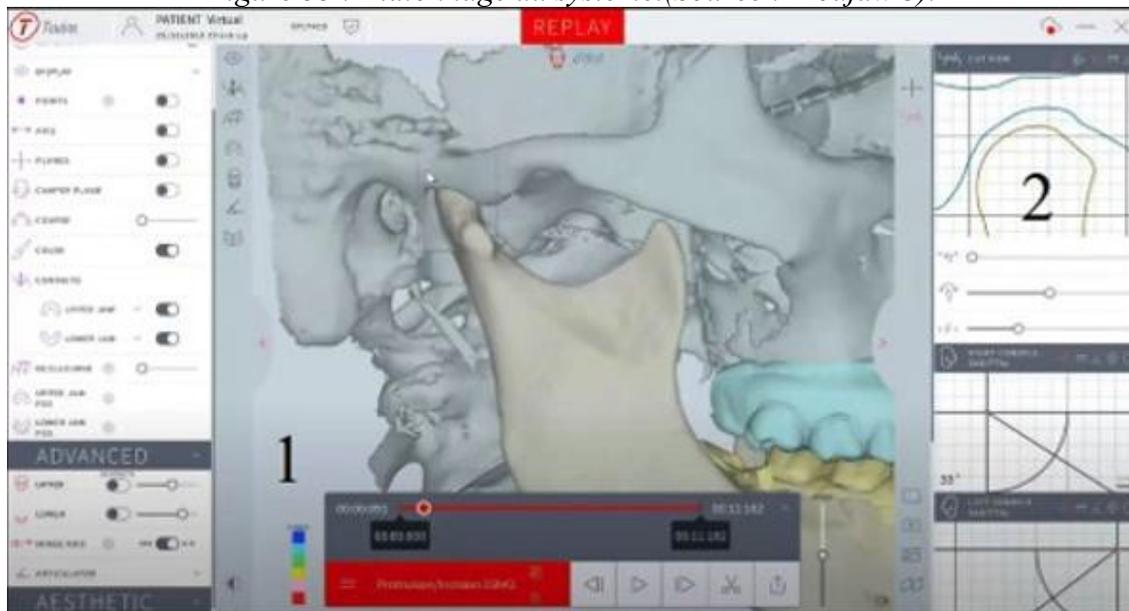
1) Visualisation des mouvements du patient avec les éléments choisis du jumeau numérique assemblés (ici CBCT segmenté au format STL., empreinte numérique et cinématique mandibulaire) 2) Axiographie. (Source : Webinaire Modjaw®).
